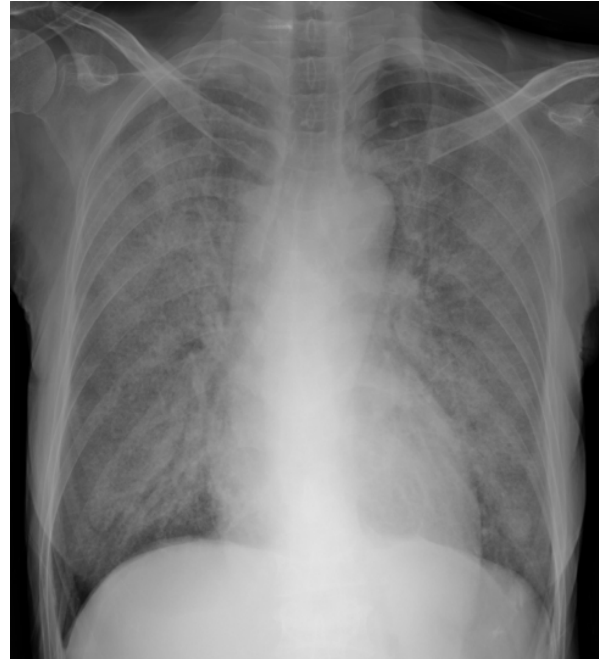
Chest X-ray at hospital day 3 shows diffuse ground-glass opacities, pulmonary infiltration and increased interstitial markings in both whole lung fields.
